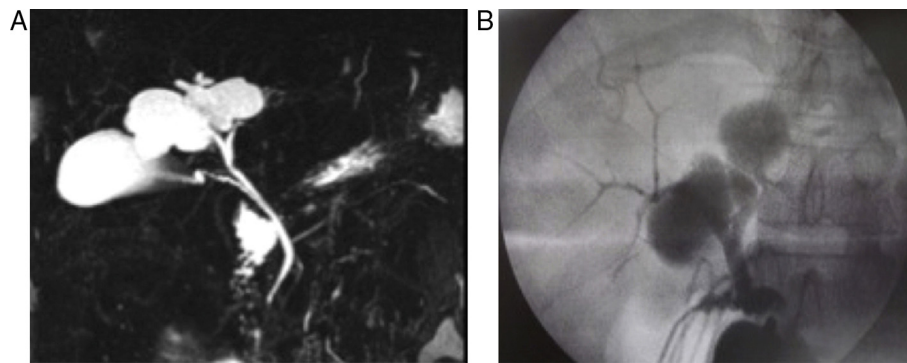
A) Colangiorresonancia magnética. Quiste de colédoco dependiente de la vía biliar. B) Colangiografía transcística intraoperatoria.
